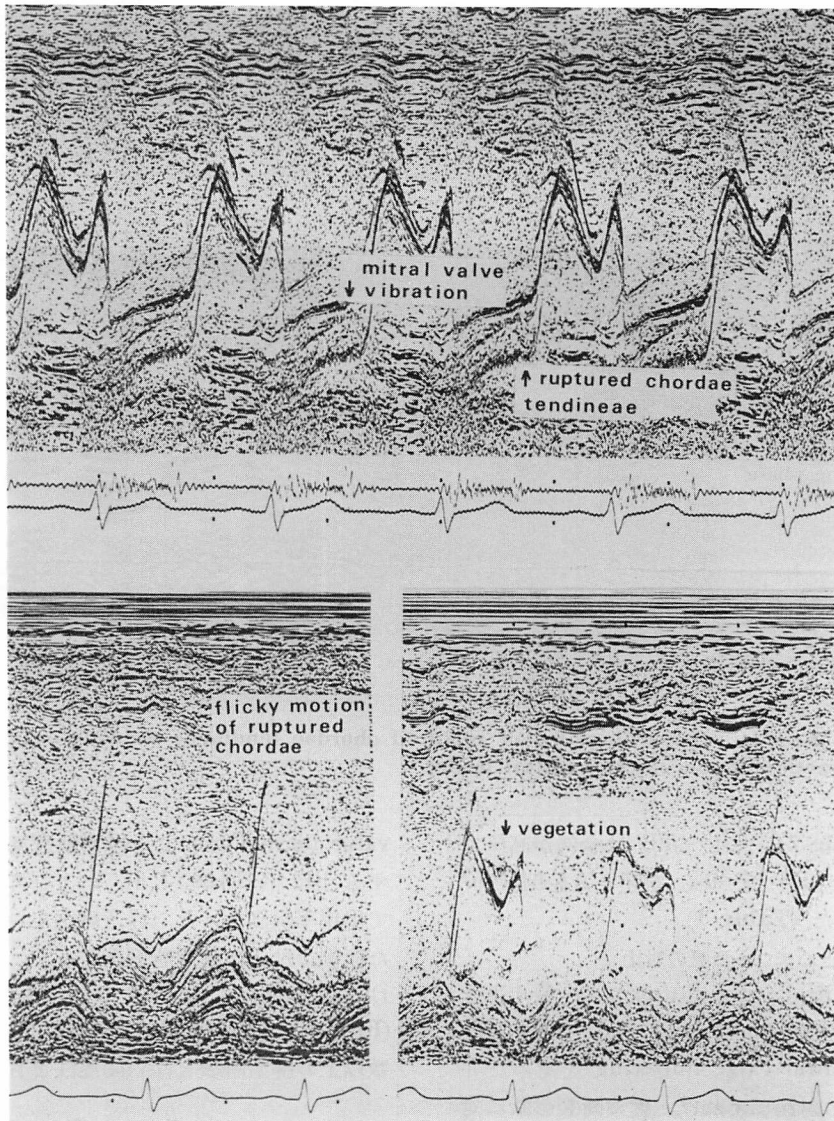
M-mode echocardiograms in a patient with vegetation, mitral valve vibration and systolic flutter suggesting ruptured chordae tendineae (Case 3).
